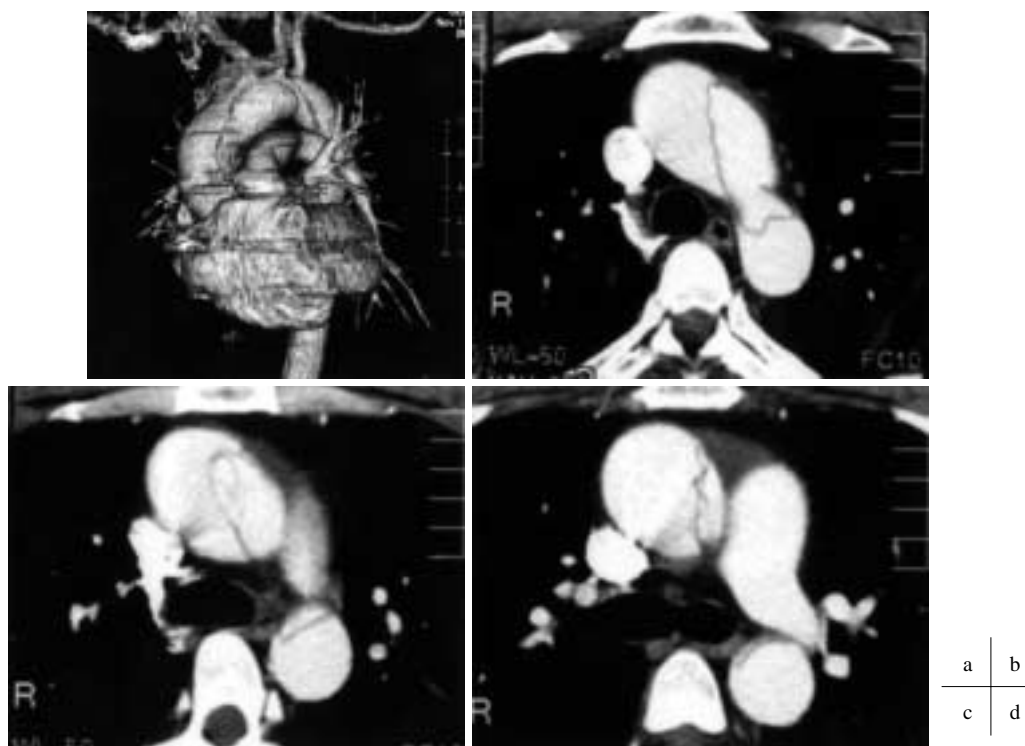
Three-dimensional CT-scans show Stanford type A aortic dissection (III, retrograde). Chest CT-scans demonstrate the dissection which is extended to the non-coronary cusp and echocardiography shows grade II aortic regurgitation.
